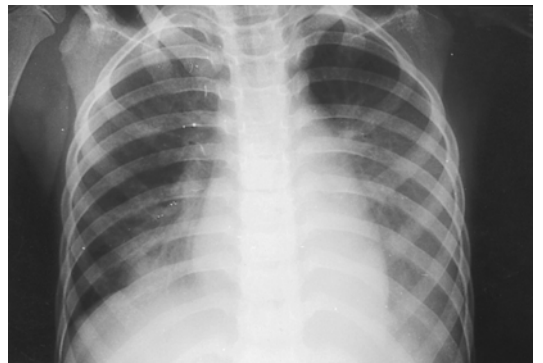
The chest radiography after thoracentesis at the 5th hospital day. Marked reduction of fluid collection of left pleural space. Persistent consolidation of LLL.
